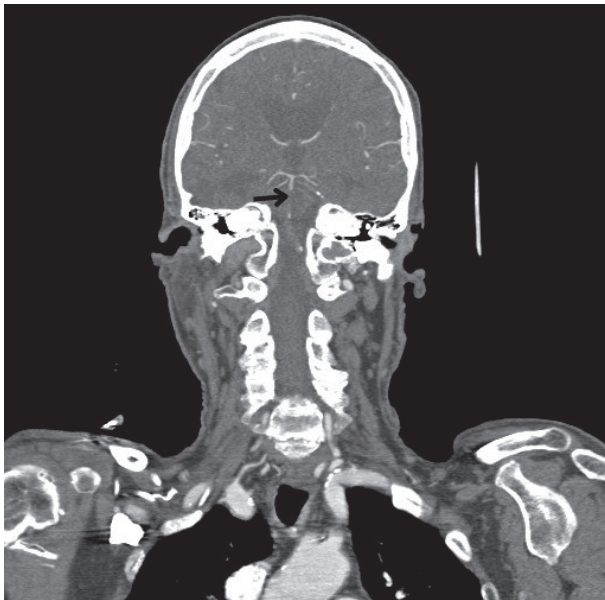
Ishemična možganska kap; sindrom zadnje možganske arterije (*arteria cerebri posterior*, ACP). 76-letni pacient je nenadno zbolel z levostransko hemiplegijo in dizartrijo. Opažali so še zmedenost in parezo horizontalnega pogleda v desno. MR (levo) prikazuje obsežno področje akutne ishemiije v celotnem povirju desne ACP; zajeti so zgornji del desnega mezencefalona, desni talamus, medialni temporalni reženj in večje področje parieto-okcipitalno. Pomembnih utesnitev in herniacij ni. Na CT-angiografiji (desno) je vidna zapora desne ACP.
